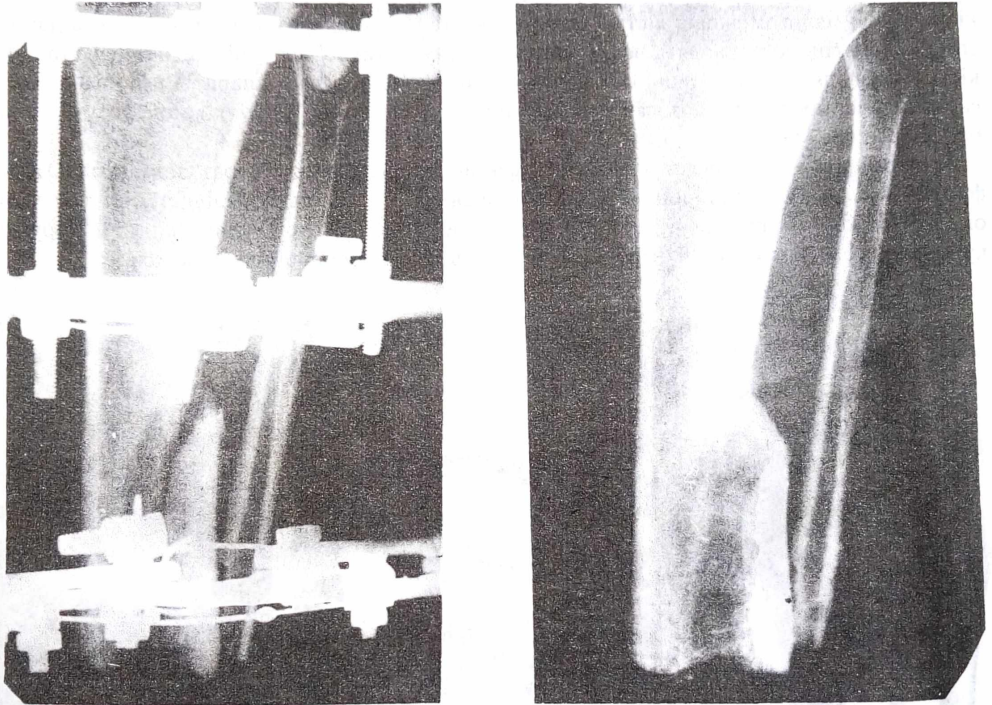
Фото рентгенограм. Реампутація кукси гомілки з одночасним формуванням дистракційного регенерату і синостозу. А - 25 днів після операції;
